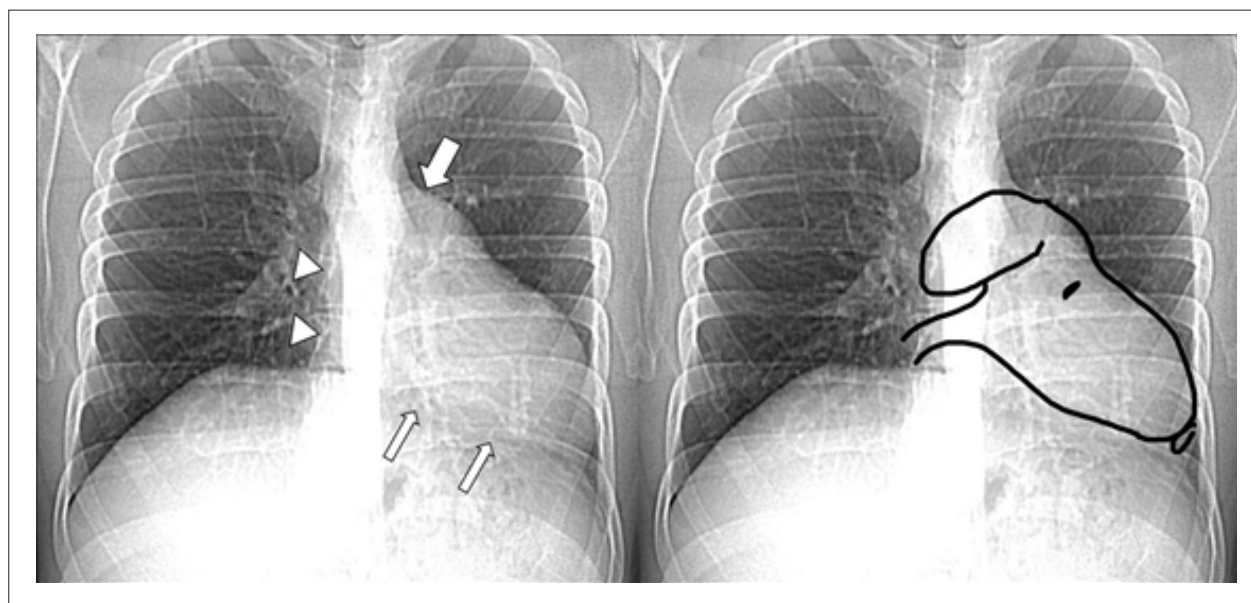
O “sinal do Snoopy” na radiografia de tórax é composto de múltiplas anormalidades, a saber: levoposição excessiva com alongamento da borda do VE, radiolusência separando a aorta e a artéria pulmonar (seta grossa), radiolusência separando o VE e o diafragma (setas finas) e perda da borda direita do coração (pontas de seta).
